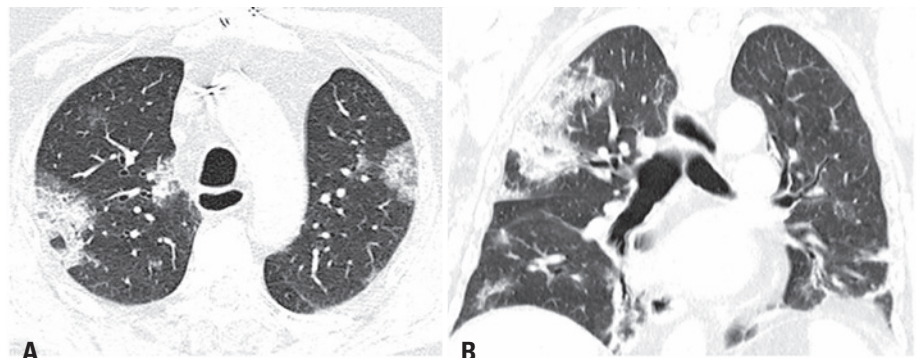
Tomografia computadorizada do tórax em plano axial e coronal ilustrando opacidades em vidro fosco bilaterais e multifocais, associadas a espessamento septal e fino reticulado, além de focos de consolidação, achados típicos da COVID-19
